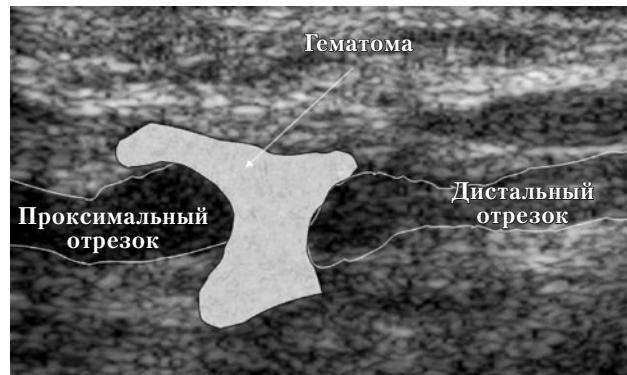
УЗИ при остром полном разделении нерва. Концы слегка «раздуты» вследствие отека и вне-драйвящейся гематомы.
